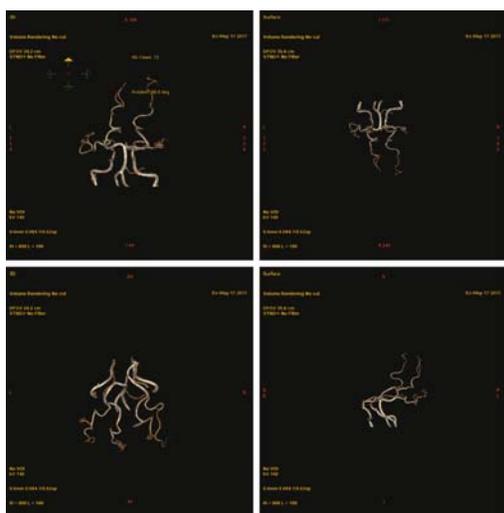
2017 年 5 月 17 日颅脑 CTA
